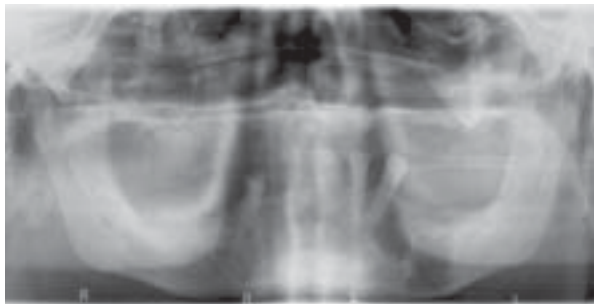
Radiographie panoramique montrant les kystes mandibulaires.
